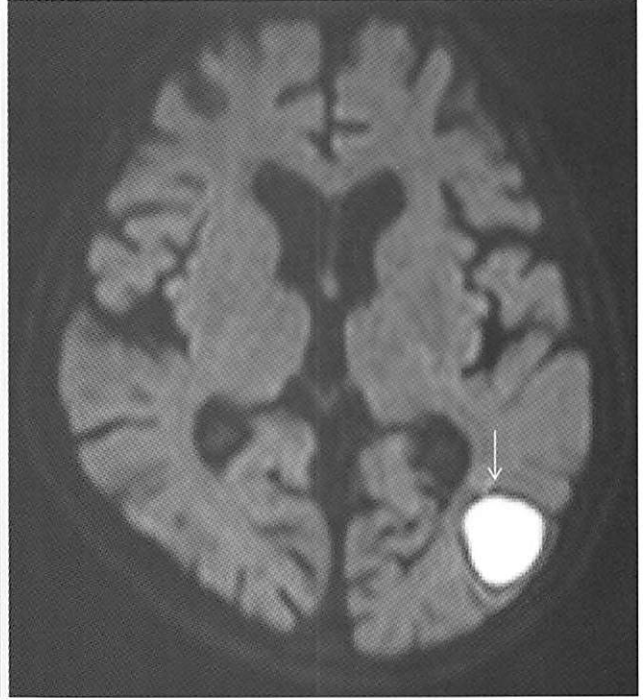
79歳の男性で数日前からの頭痛と視野障害にて受診された。MRI (T1WI) では後頭葉部の皮質内に high intensity (出血) の所見を呈している。
